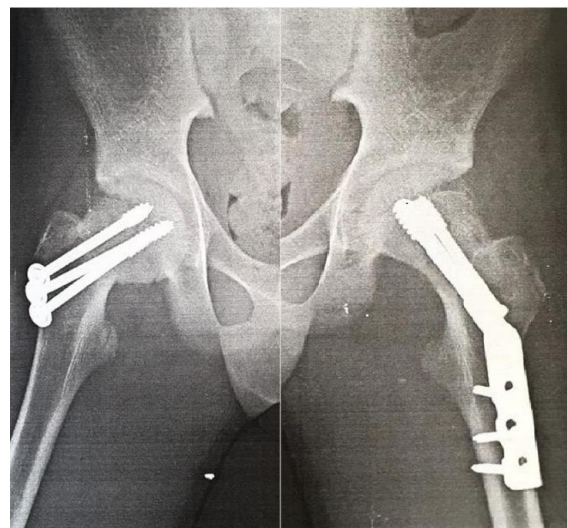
Anteroposterior radiographs of both hips 6 months postoperatively.
